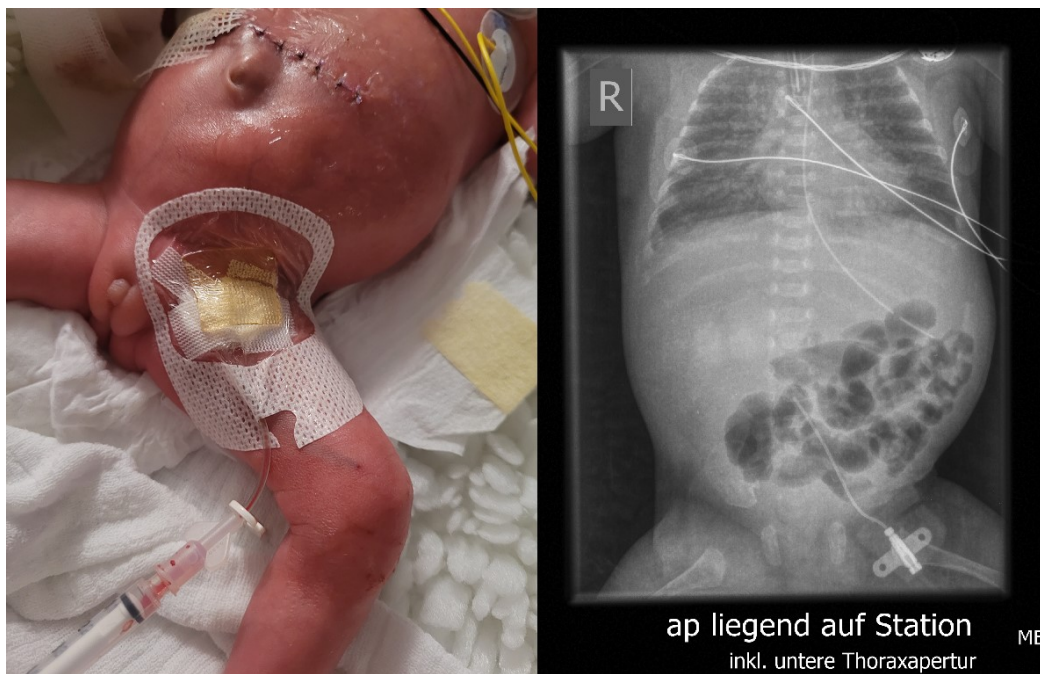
Links: Femorkatheter linksseitig bei einem 1270g Neugeborenen, Fixierung mit transparentem Filmverband. Rechts: a.p. (anterior-posterior)-Thorax- und Abdomenröntgenbild im Liegen mit Femorkatheter links in optimaler Position bei der gleichen Patientin.
